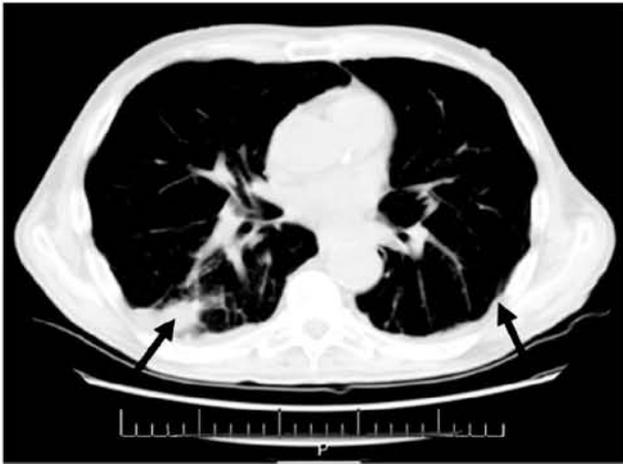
КТ органов грудной полости от 19.12.2012 г. Жидкость в плевральной полости и субплевральные уплотнения нижних долей обоих легких
